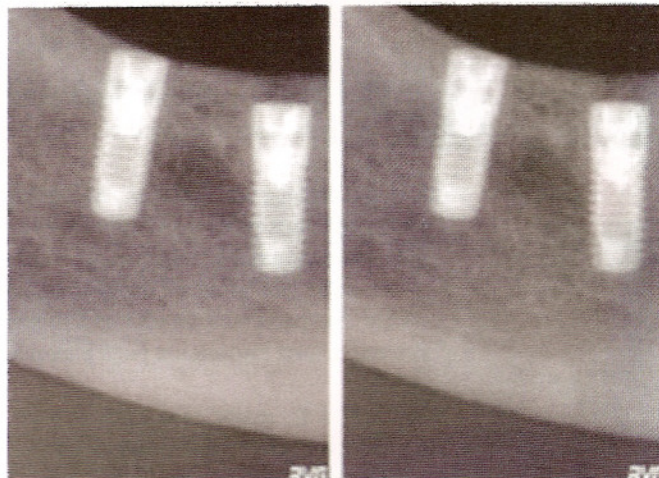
Exemplos de radiografias feitas com (esq.) e sem (dir.) a interposição do simulador para região de molares.
